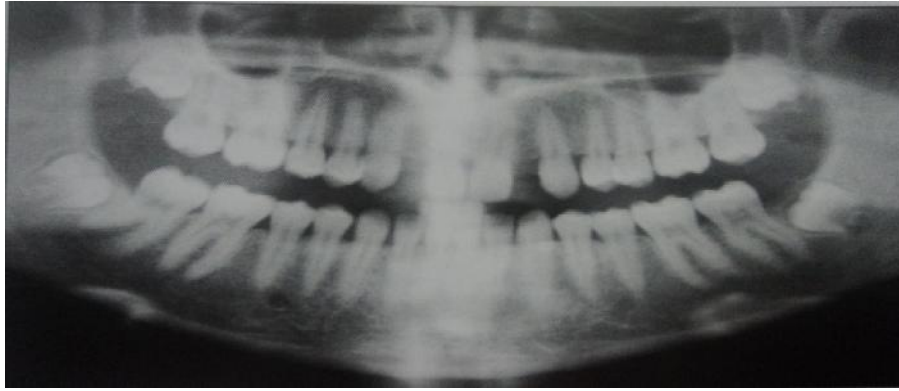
radiographie panoramique qui permet de pressentir un problème au niveau des racines adjacentes
